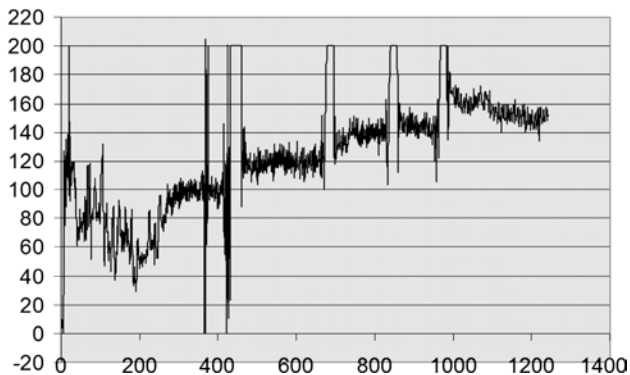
Кривая инфузионного теста больного В. (гипертензивная кривая). По оси абсцисс — время (с); по оси ординат — давление (мм вод. ст.).
